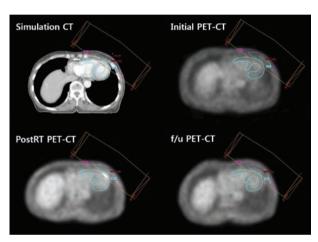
PostRT PET-CT에서 심근의 apex 부분의 18F-FDG 섭취가 증가된 것을 볼 수 있다.
